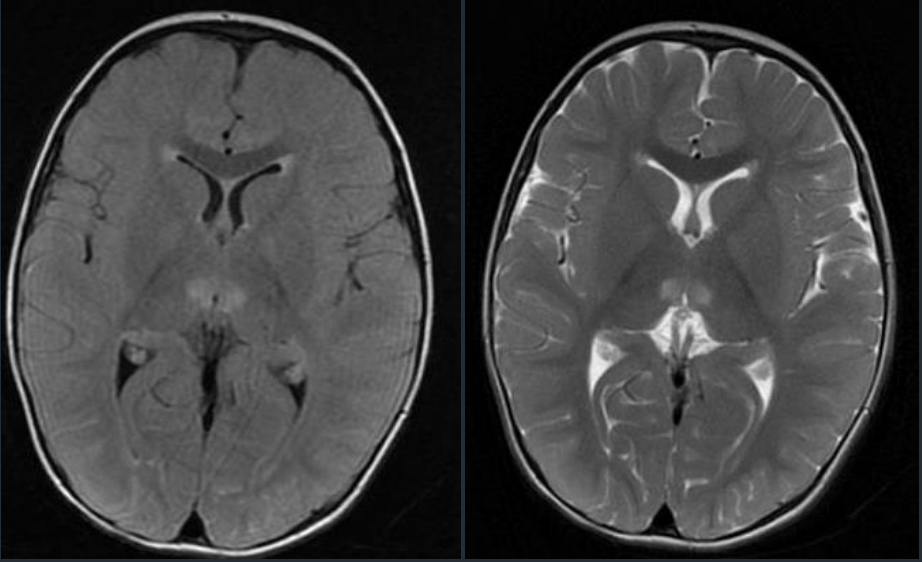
Se visualiza la presencia de áreas hiperintensas en secuencia axial FLAIR y T2 distribuidas simétricamente en la cara interna de ambos talamos.
